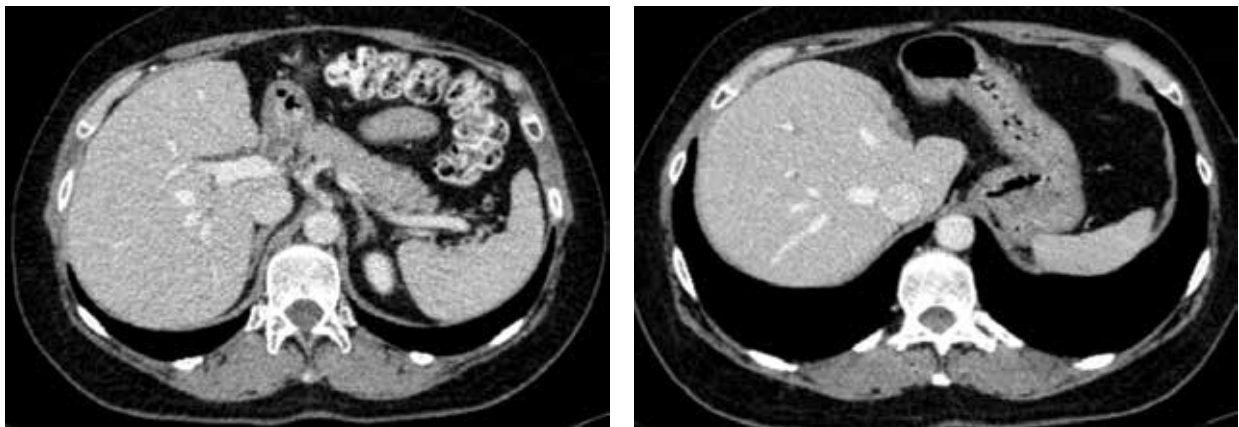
КТ (февраль 2022 г.): полная регрессия метастазов в печени
